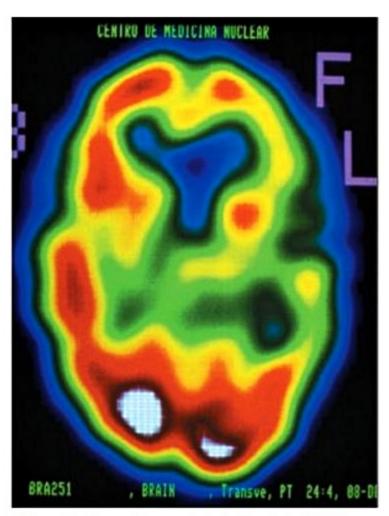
Tomografia por emissão de fóton único (SPECT) mostrando hipoperfusão frontotemporal esquerda em caso de afasia progressiva primária.
